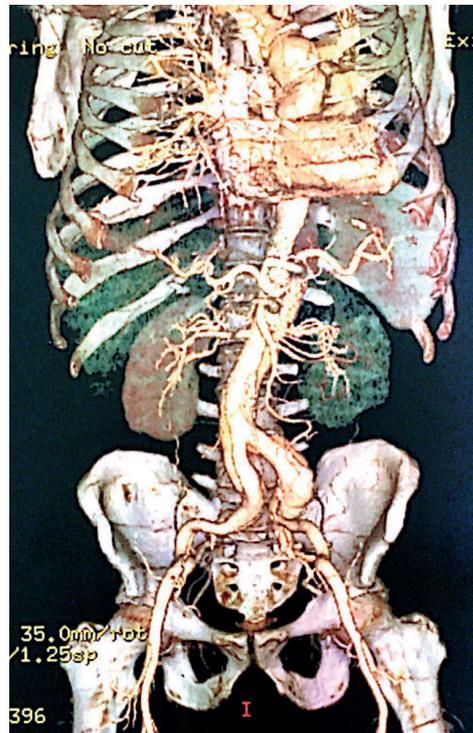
Angiotomografia da aorta, dia 17 de maio de 2018
